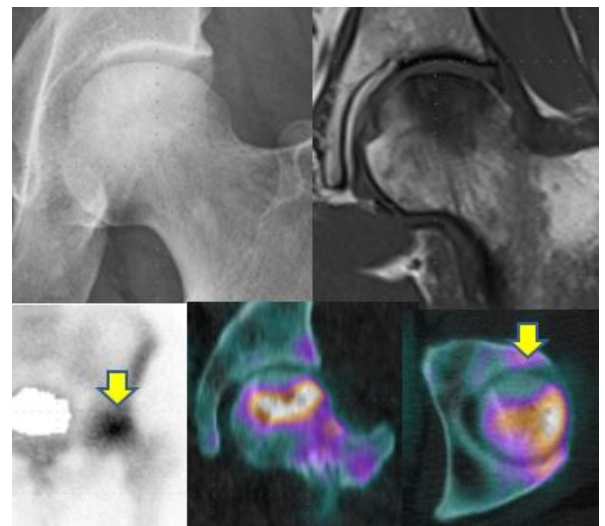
Stage 3a 症例②。右上:単純 X 線像, 左上: MRI T1 強調像, 右下: 骨シンチグラフィ像, 左下: SPECT/CT 像。
